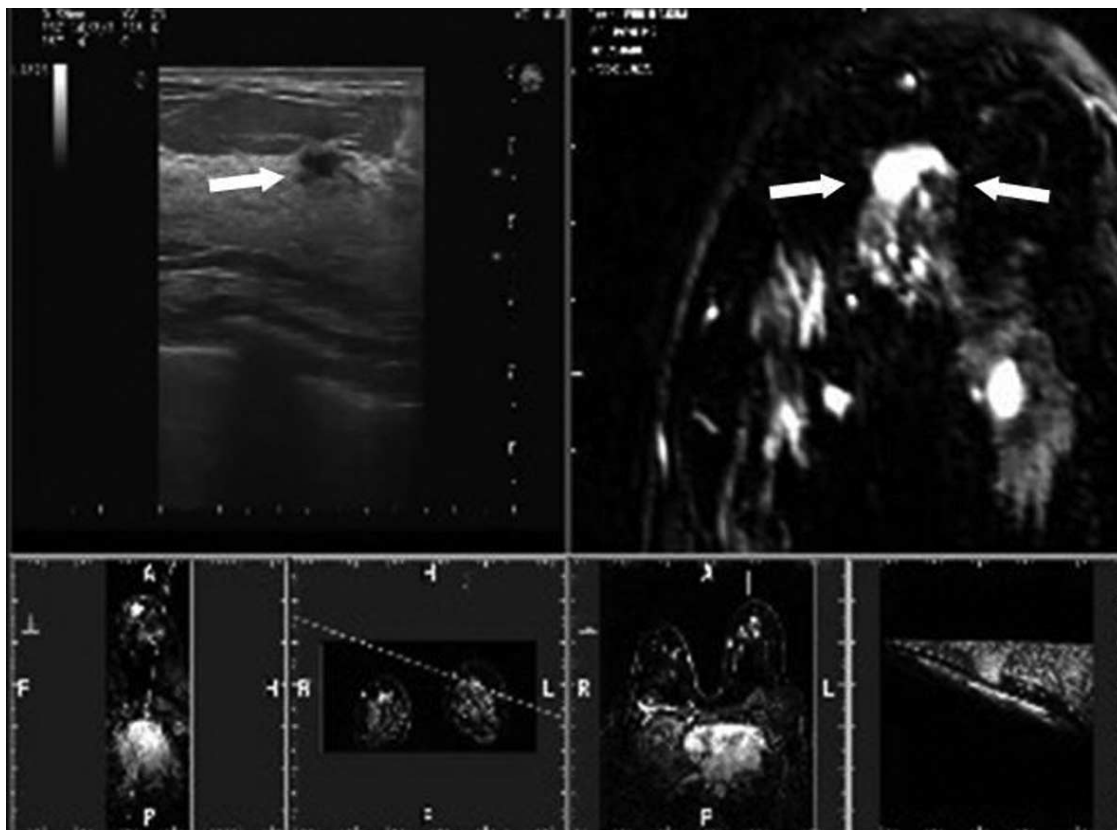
Fusion image of breast cancer. MRI navigated ultrasound displays simultaneously an enhancing mass on early phase contrast-enhanced image (right image) and correlating suspicious mass on ultrasound (left image) (arrows).
